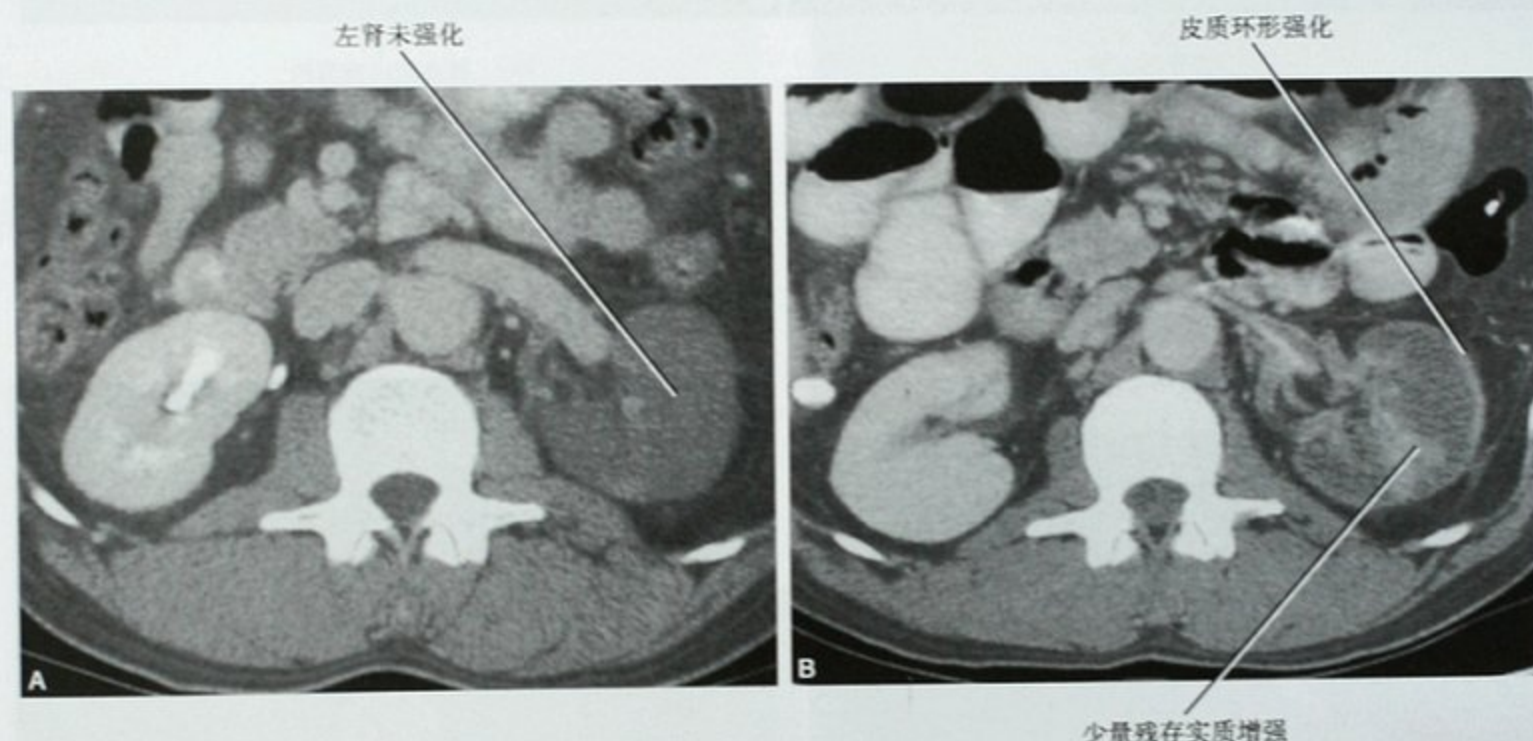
肾脏球形梗死。A. 车祸患者CT增强检查可见整个左肾梗死,因为未见明显出血,故采用保守治疗;B. 10天后复查CT显示梗死肾脏环形强化
